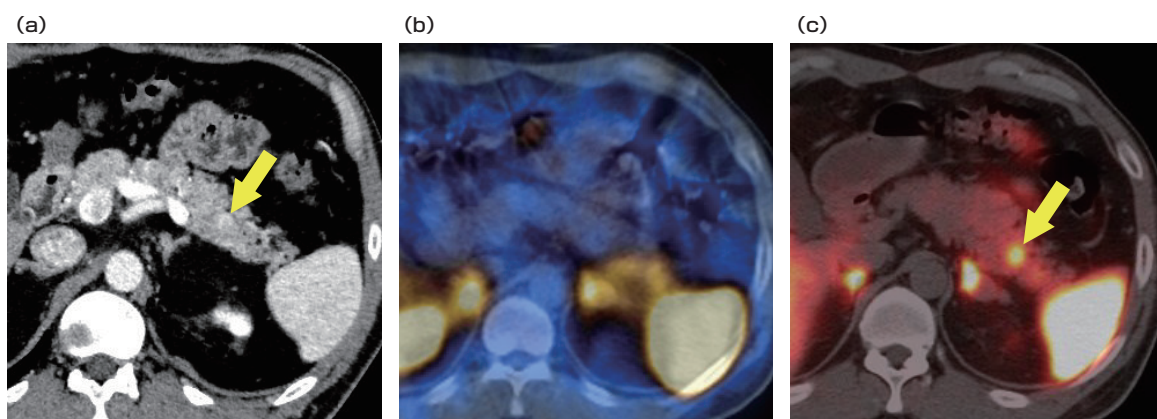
SRS(SPECT/CT)とSSTR-PET(DOTATOC PET/CT)での小病変描出の差
